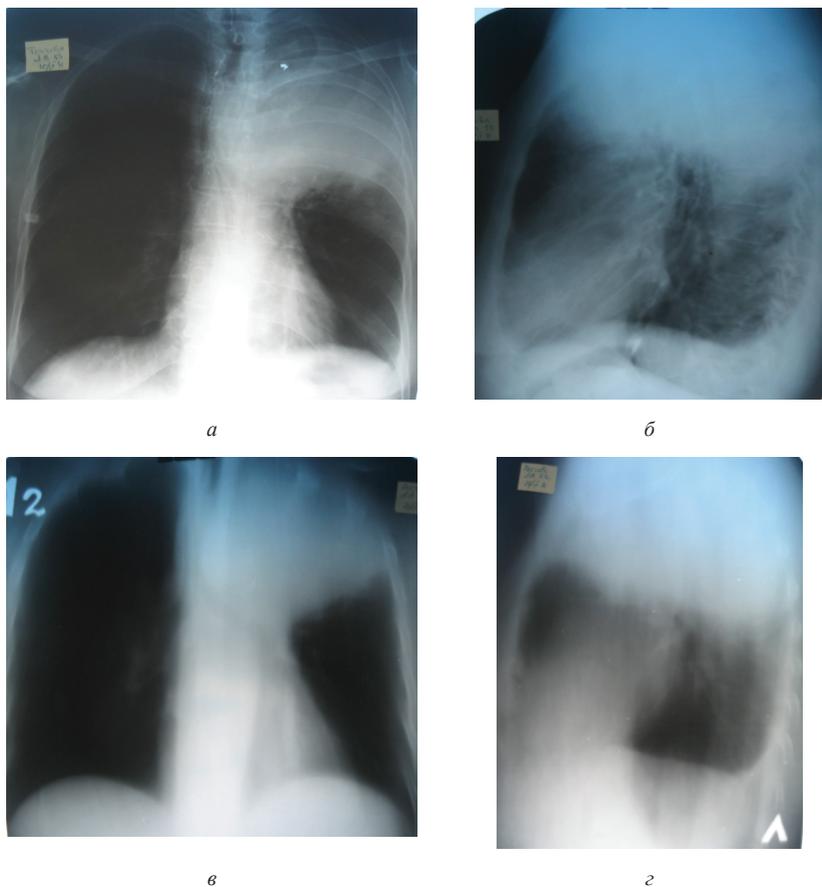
Обзорные рентгенограммы (а, б) и обычные томограммы (в, г) груди пациентки Т., 53 лет, с рецидивирующим легочным кровотечением в результате формирования в верхней доле левого легкого аортолегочной фистулы при спонтанном разрыве перешейка аорты
